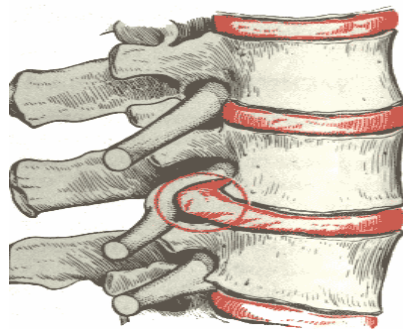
№ 8. Протрузия ядра диска и раздражение нерва в межпозвонковом отверстии
